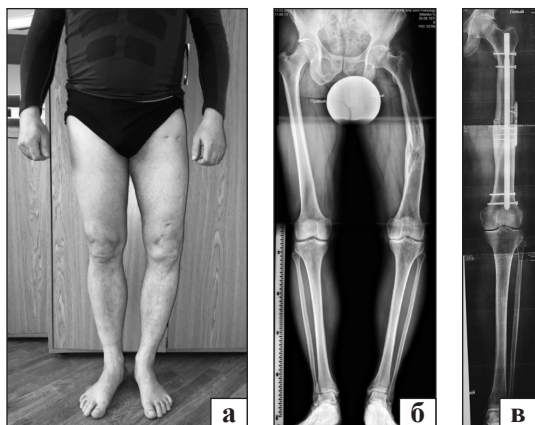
Пацієнт Б. із варусною деформацією стегна до лікування: зовнішній вигляд, двонопорне стояння (а); б) рентгенограми нижніх кінцівок у прямій ортогональній проекції в положенні стоячи до операції (б) та після остеосинтезу (в)
